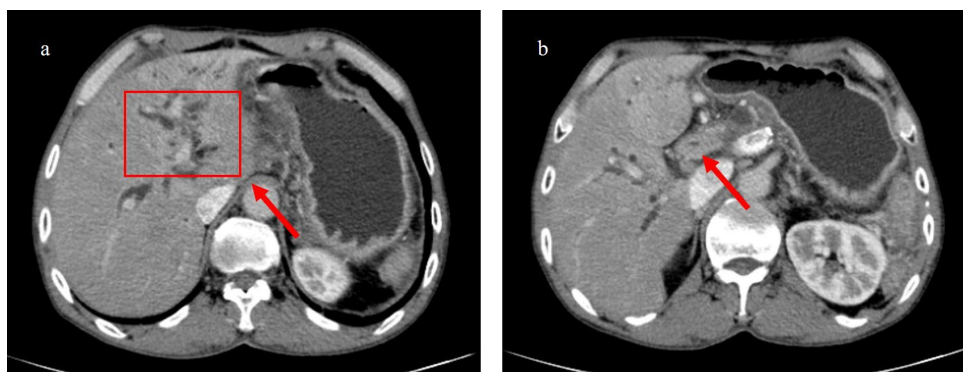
Abdominal computed tomography (CT): (a) The intrahepatic bile ducts are significantly dilated; (b) The ductuli hepaticus communis shows irregular thickening and narrowing
